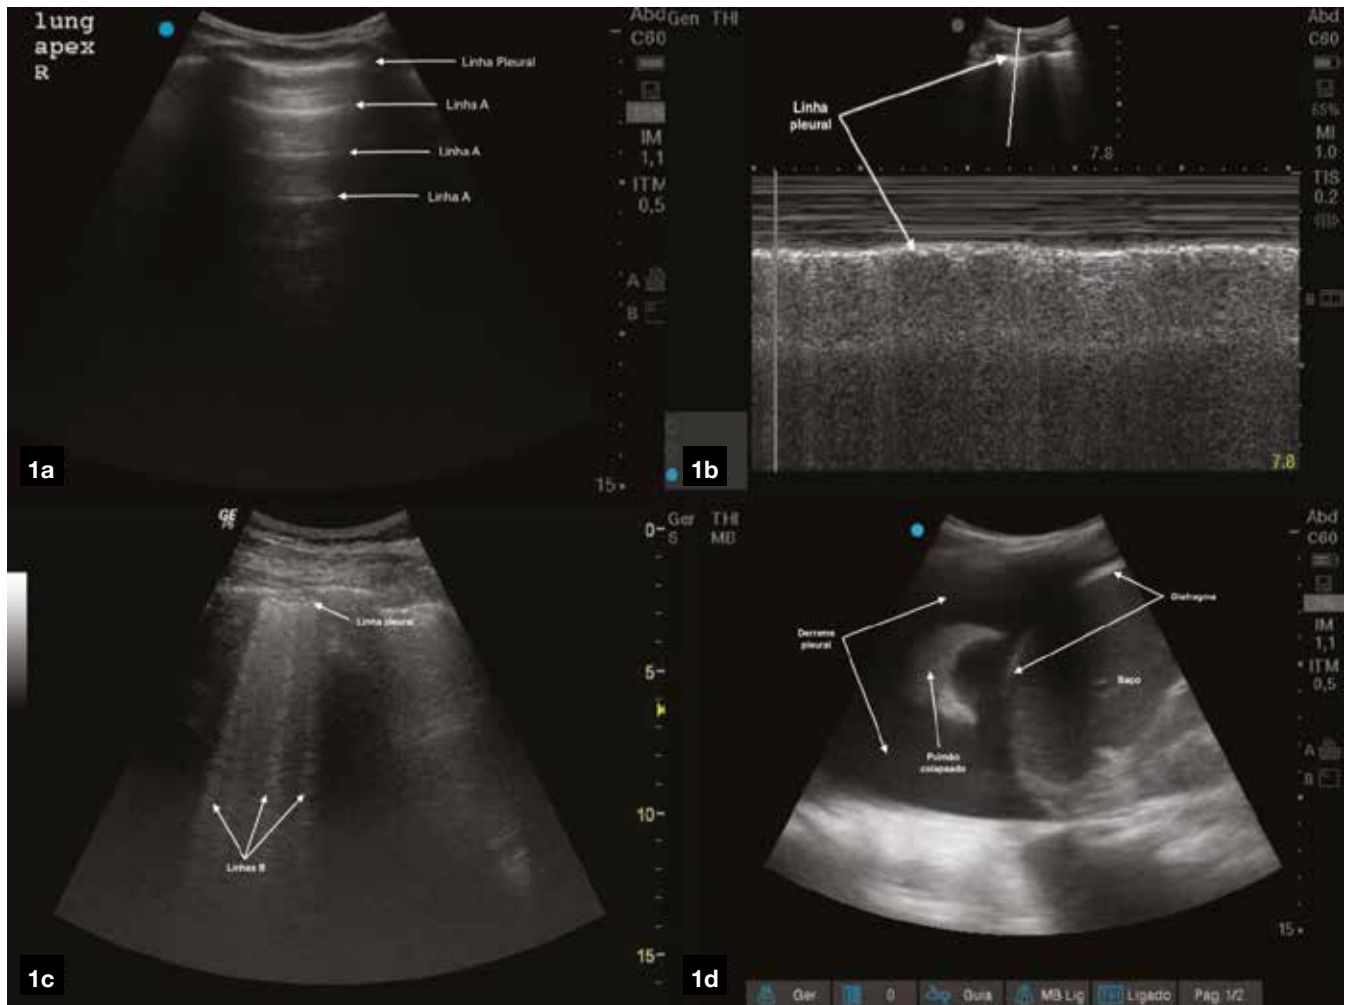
Exemplos de ecografia pulmonar. 1a linhas A, correspondendo ao artefacto de reverberação da linha pleural. Linhas hiperecóticas horizontais repetem-se abaixo da linha pleural, em distâncias iguais à distância da sonda à linha pleural. 1b sinal da praia, correspondendo à presença de deslizamento pleural em modo M. A zona superior da imagem, acima da linha pleural, com linhas horizontais, correspondentes aos tecidos sub-cutâneos sem movimento e abaixo da linha pleural, um padrão granuloso devido aos artefactos provocados pelo deslizamento pleural. 1c linhas B. Os septos pulmonares espessados permitem a propagação do ultrassom criando um artefacto que é denominado como linhas B. Observam-se 3 linhas B em doente com lesão renal aguda e indicação para tratamento dialítico. 1d avaliação ao nível do PLAP esquerdo em doente com Insuficiência cardíaca descompensada. Visualiza-se derrame pleural, diafragma, baço e atelectasia compressiva do pulmão. PLAP - ponto alvéolo-pleural póstero-lateral.
